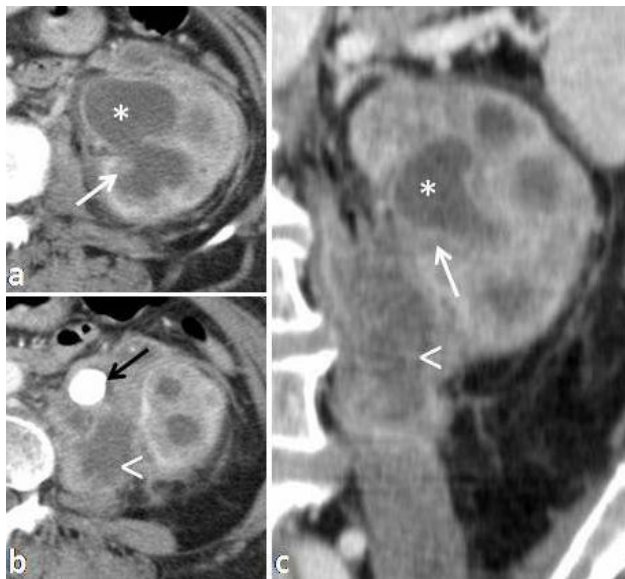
Pyonephrosis. Axial (a and b) and coronal (c) contrast-enhanced CT images (nephrographic phase) show a dilated collecting system (*) with thickening of their walls (white arrows). There is also a perinephric abscess with extension to psoas muscle (arrowhead), and a large stone in the proximal ureter (black arrow).
